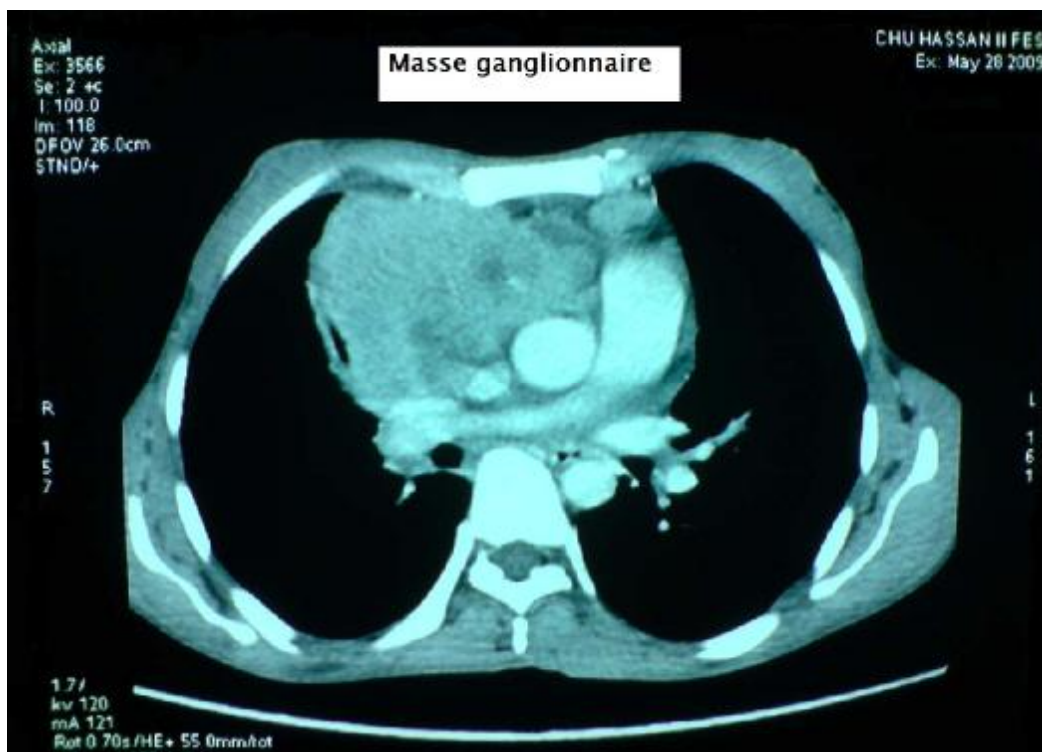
TDM thoracique en fenêtre médiastinale objectivant une masse ganglionnaire médiastinale.
